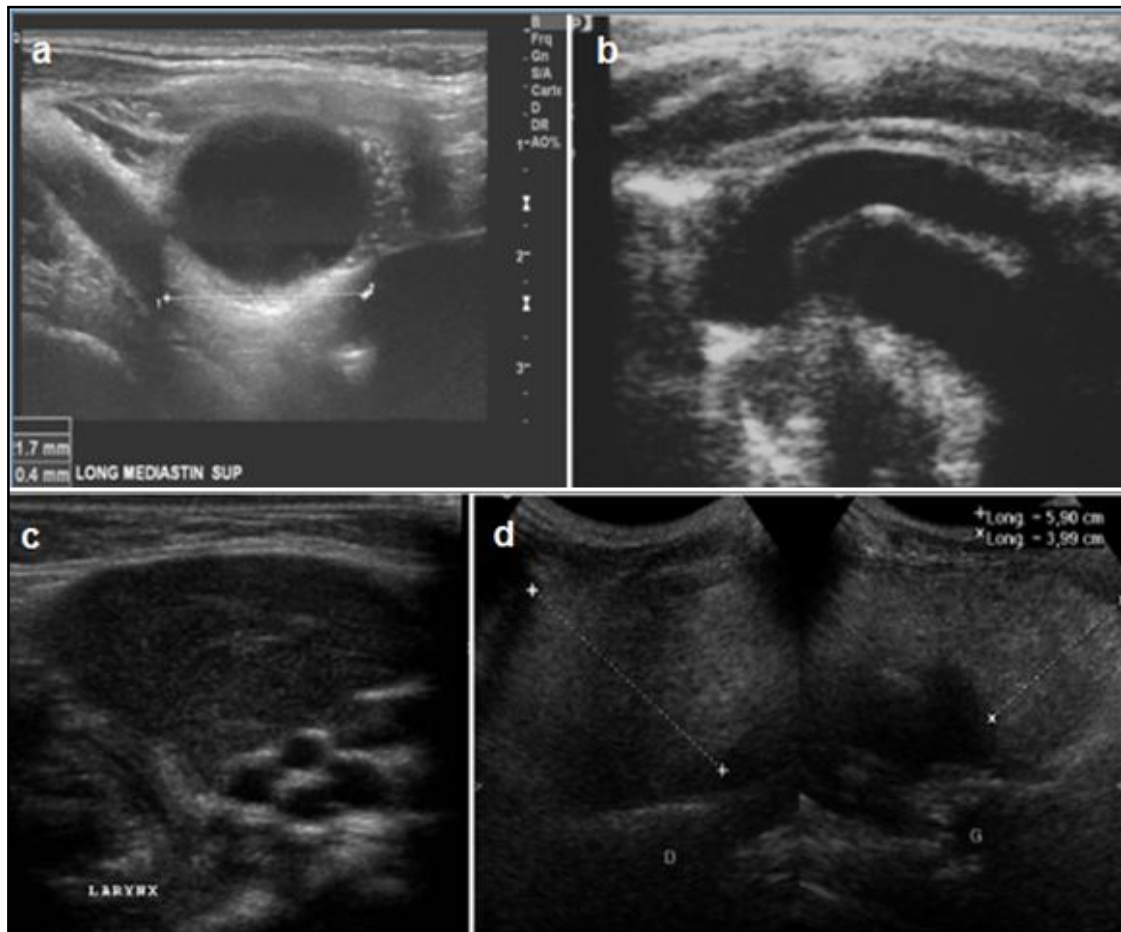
échographie a) d'un kyste thymique, b) d'une agénésie thymique, c) d'une ectopie thymique cervicale, d) d'une hyperplasie thymique.
